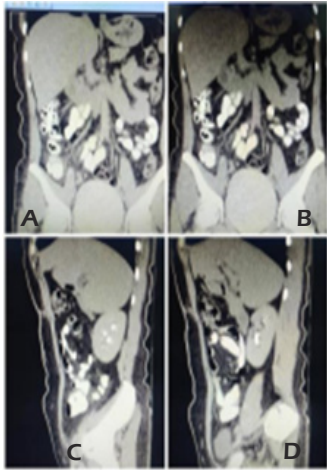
Tomografía preoperatoria. Se observa estudio de imagen preoperatoria en plano coronal (A y B) y plano sagital (C y D), resaltando en estas la presencia de LOE en hipocondrio derecho, subyacente a tejido hepático
